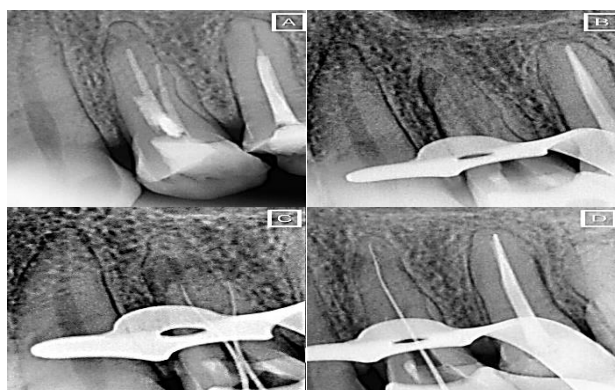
A. Radiografía de diagnóstico. B. Conductos desobturados. C. Conductometría de conductos vestibulares. D. Conductometría de conducto palatino
